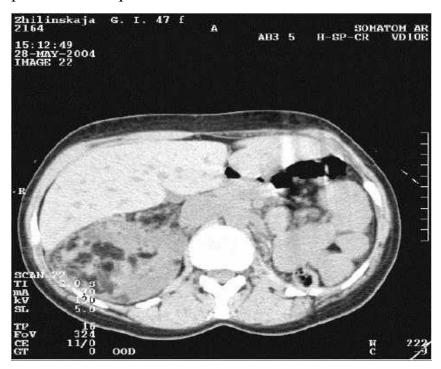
Рентгеновская компьютерная томограмма. Массивное опухолевое поражение правой почки, опухоль неоднородной плотности - почечно-клеточный рак с очагами некроза.
